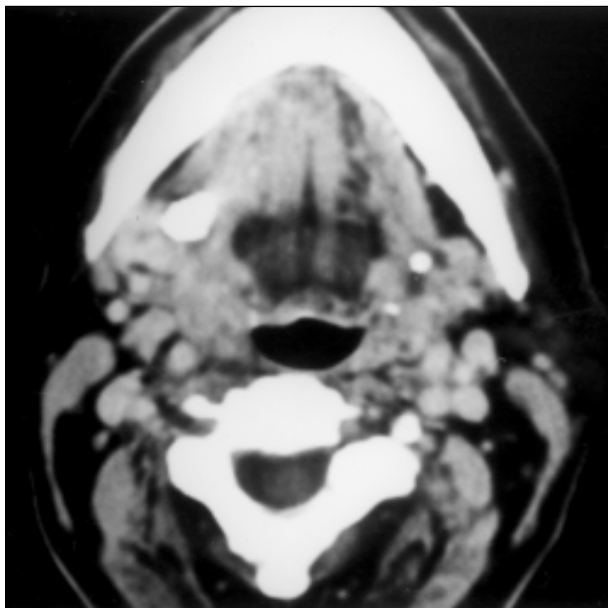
Corte axial de tomografia computadorizada. Cálculos em topografia do ducto de Wharton bilateralmente.
